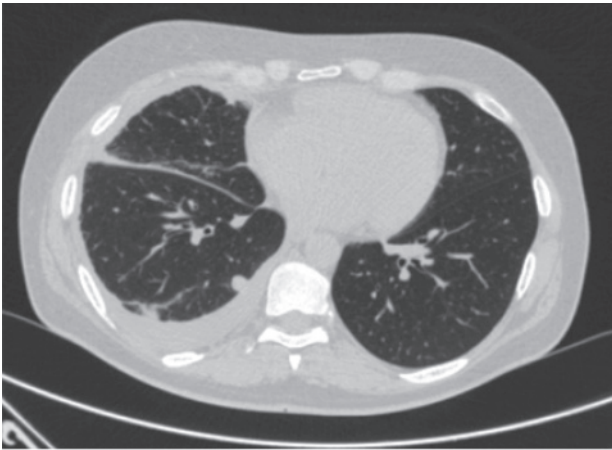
Дані КТ ОГП пацієнтки М., 55 років.
